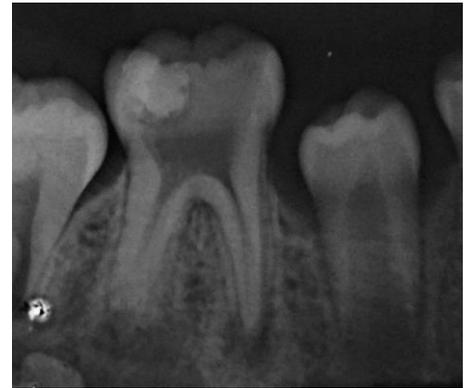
Imagem da radiografia inicial.
